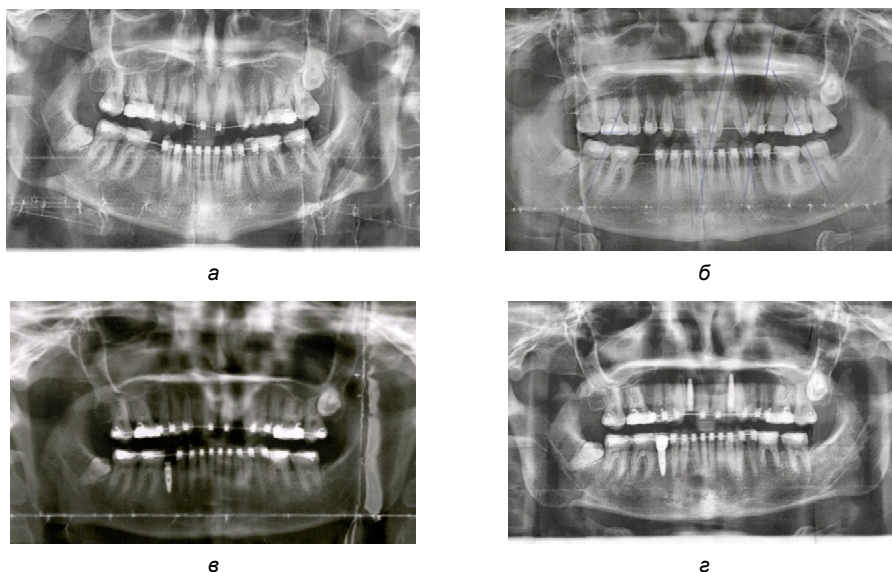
Рентгенологические снимки пациентки Д. на этапах лечения:
